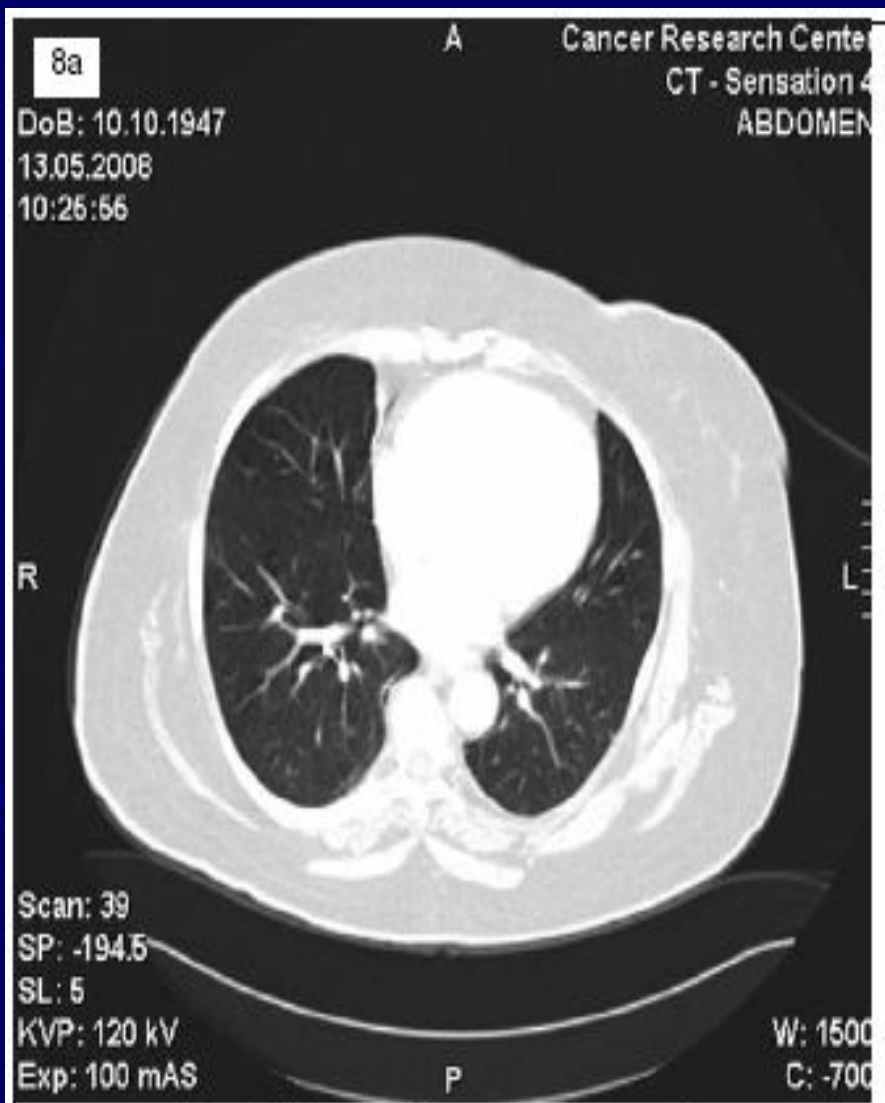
КТ через 80 недель лечения. 8а – дальнейшее уменьшение очагов в легких, 8б – очаг в S10 0,3 см
